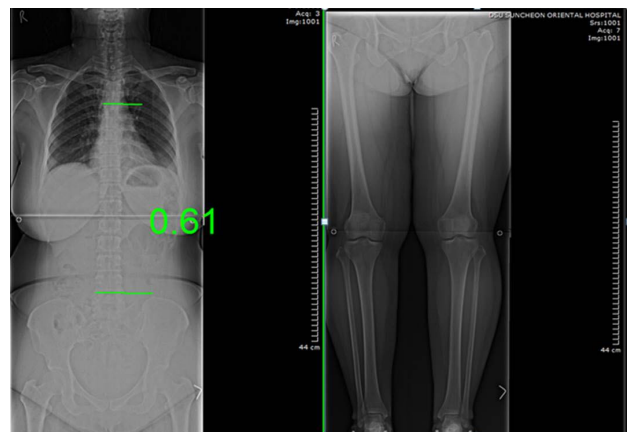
Change of radiograph at after 1<sup>st</sup> treatment(Case 2).
